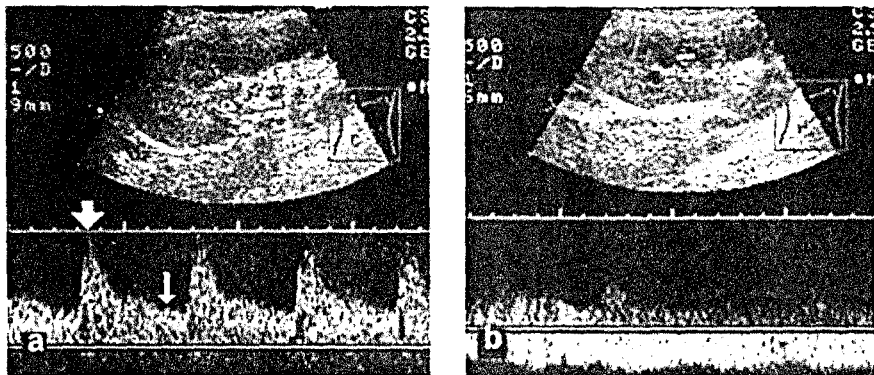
Aspectul Doppler al spectrului de viteze în vasele grefonului.
